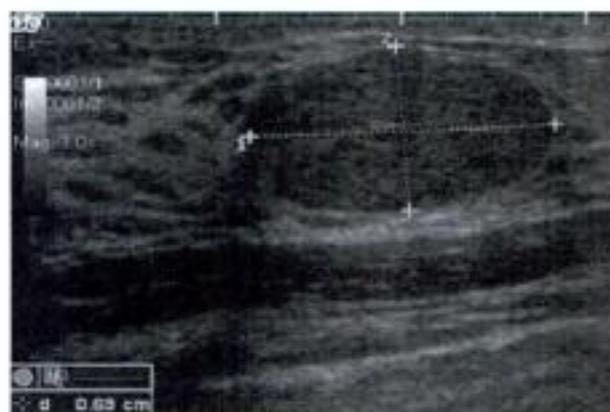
Échographie d'une tumeur ayant les critères de bénignité : masse tumorale, hypoéchogène, oblongue avec présence de cône de sécurité et remplacement postérieur.
